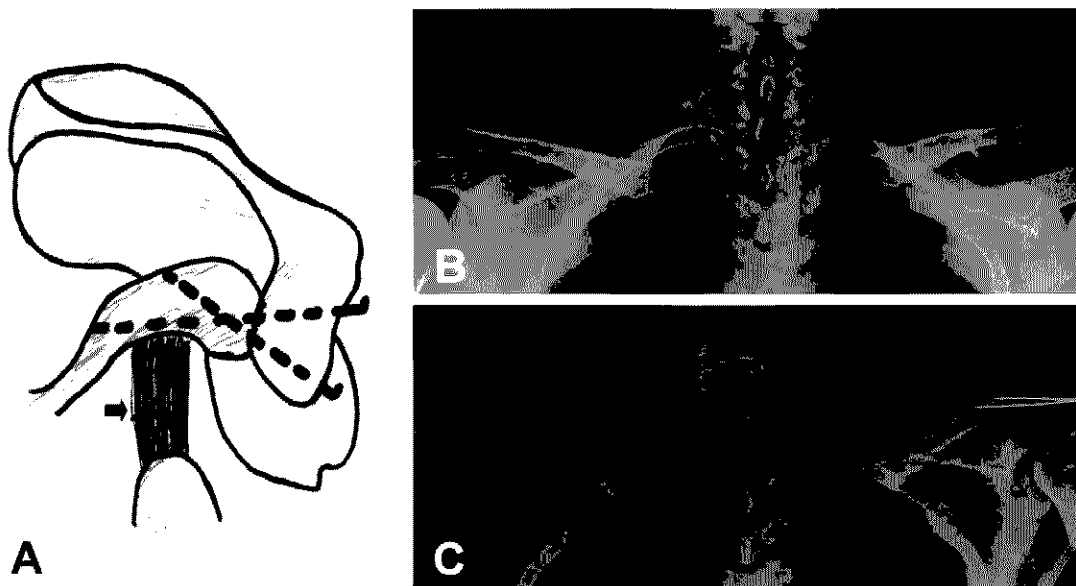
This 25-year-old patient injured by fall down. He was treated with modified Plemister method. A is modified Plemister method that fixed acromioclavicular joint internally with two unthreaded Kirschner wire, and repaired coracoclavicular ligament(black arrow). B is pre-operative X-ray and C is post-operative X-ray.
